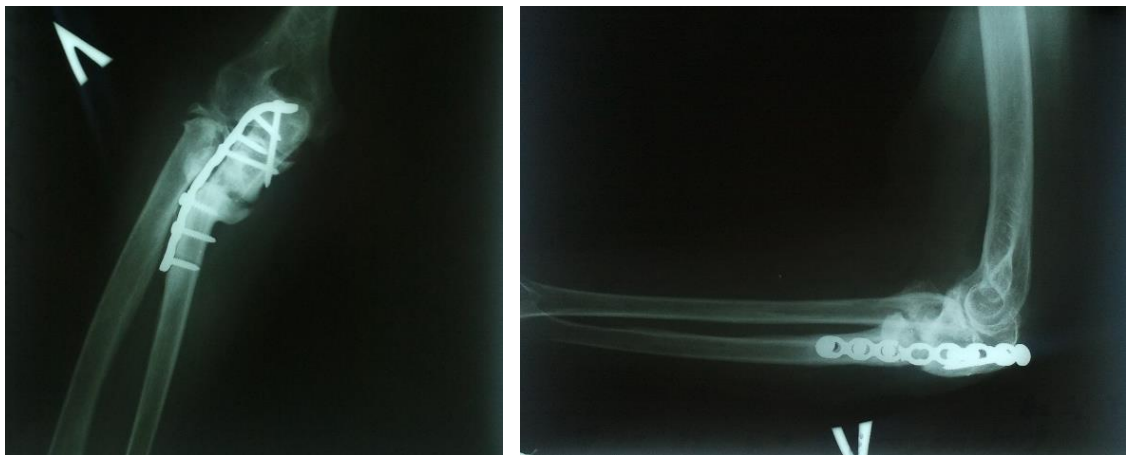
Рентгенограммы больной К. с ложным суставом в/3 левой локтевой кости в условиях МОС пластиной, переломом металлофиксатора от 04.2013 г.
